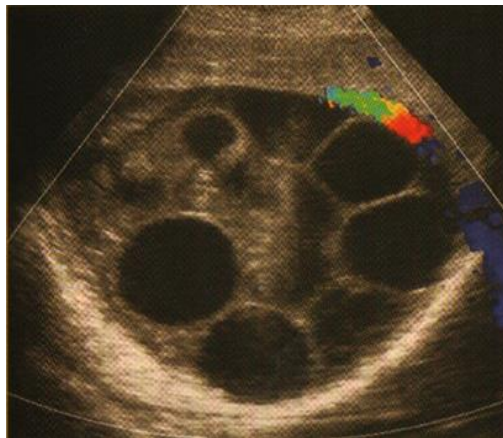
УЗИ с ЦДК. Определяется вакуолизация по периферии образования.
